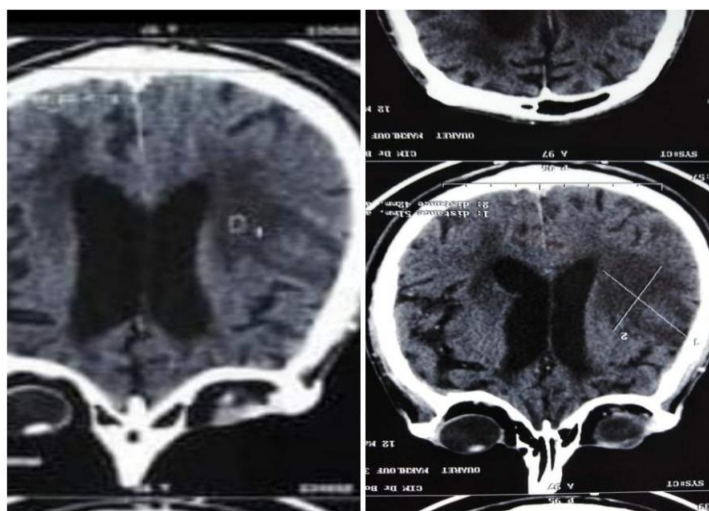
IRM cérébrale du patient n° 02.
